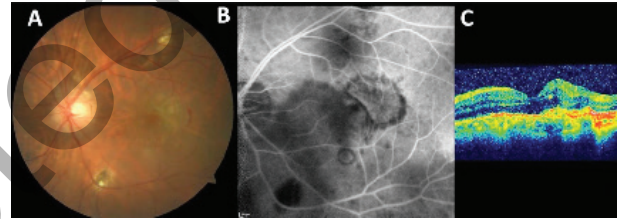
A) Sol gözde arka fundusun bulanık görünümünü, sınırları belirli olmayan sarı-beyaz fovea infiltrasyonu ve bir miktar retinal hemorajiyi gösteren renkli fundus fotoğrafı; B) sol gözde olası koroidal neovasküler membranı gösteren optik koherens tomografi kesiti
